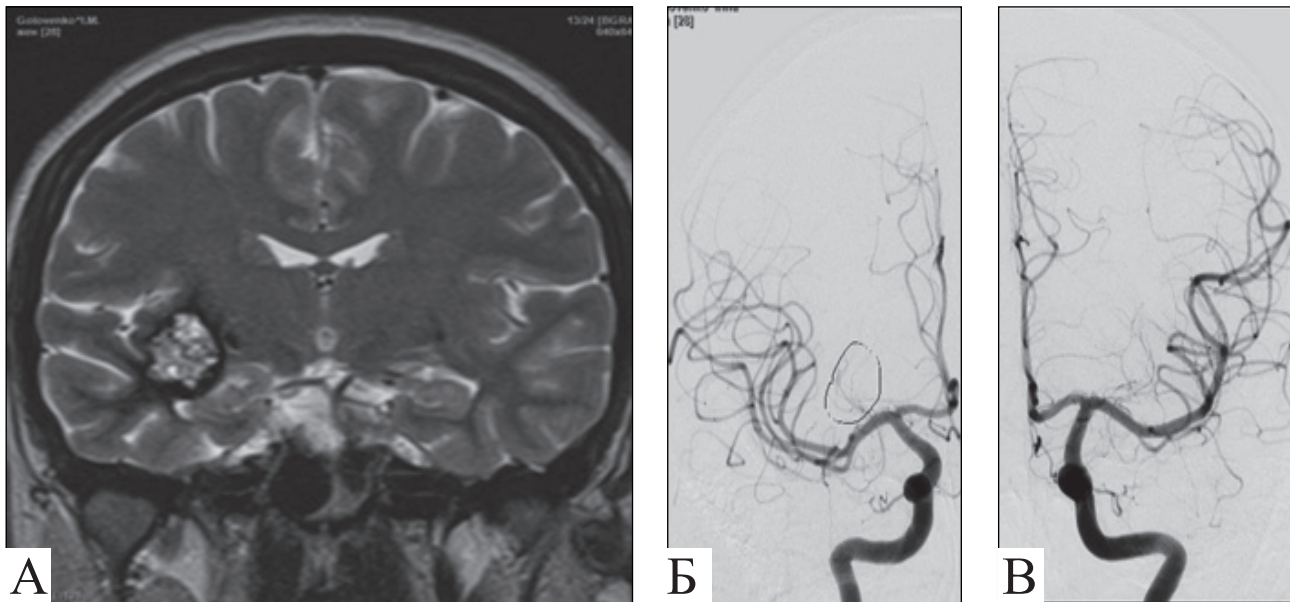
Пацієнт Г.: А — МРТ-візуалізація гемангіокаверноми ділянки латеральної борозни правої великої півкулі головного мозку (фронтальна проекція); Б — церебральна ангіографія правої ВСА; В — церебральна ангіографія лівої ВСА (інтактні судини, відсутність зміщення)
